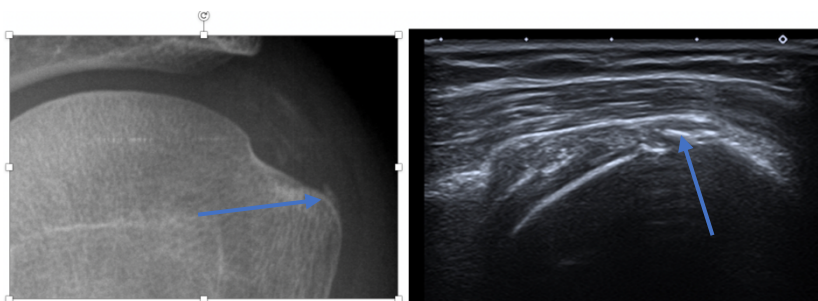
Radiografía simple y ecografía de una calcificación tipo D (flechas) según la clasificación de Molè
